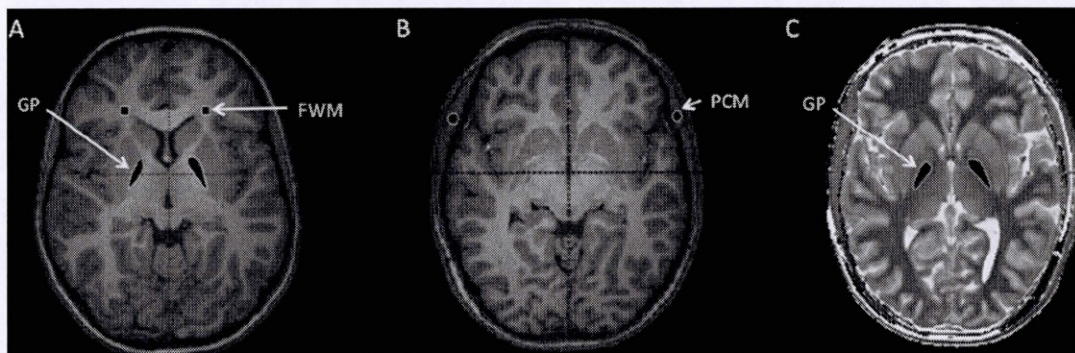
Regions of interest (ROIs) on a T1-weighted magnetic resonance image (A and B) and a quantitative T1 map (C). FWM: frontal white matter; GP: globus pallidus; PCM: pericranial muscles.
